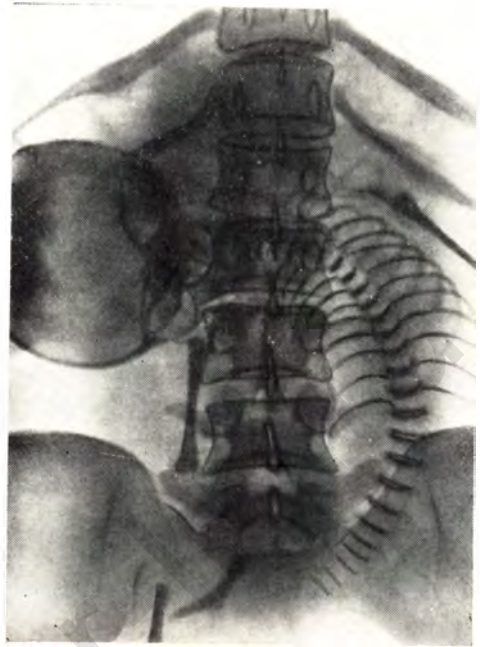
Прямая рентгенограмма живота беременной. Косое положение плода, головка справа от позвоночника матери, а тазовице в косом положении слева, тазовое предлежание.
